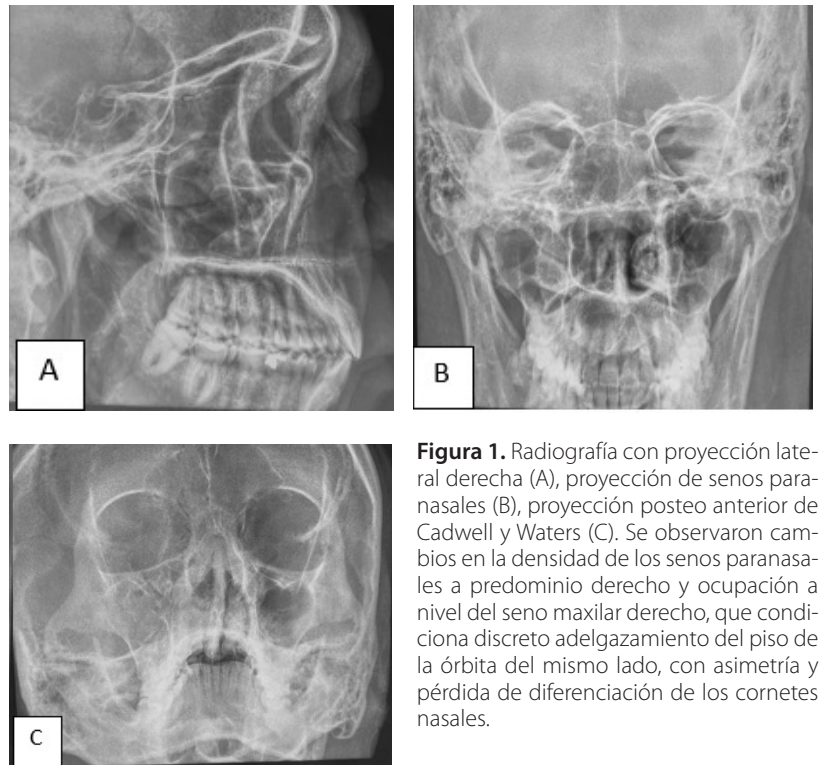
Radiografía con proyección lateral derecha (A), proyección de senos paranasales (B), proyección postero anterior de Cadwell y Waters (C). Se observaron cambios en la densidad de los senos paranasales a predominio derecho y ocupación a nivel del seno maxilar derecho, que condiciona discreto adelgazamiento del piso de la órbita del mismo lado, con asimetría y pérdida de diferenciación de los cornetes nasales.
